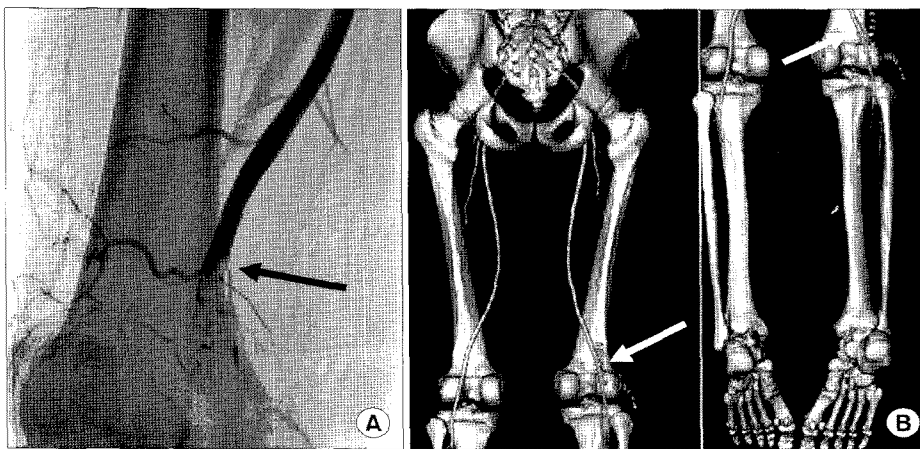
(A) Abrupt occlusion and suspicious thrombus formation was noted in the right popliteal artery (arrow). (B) Post operative patent popliteal artery was noted in the computed tomographic angiography (arrow).
